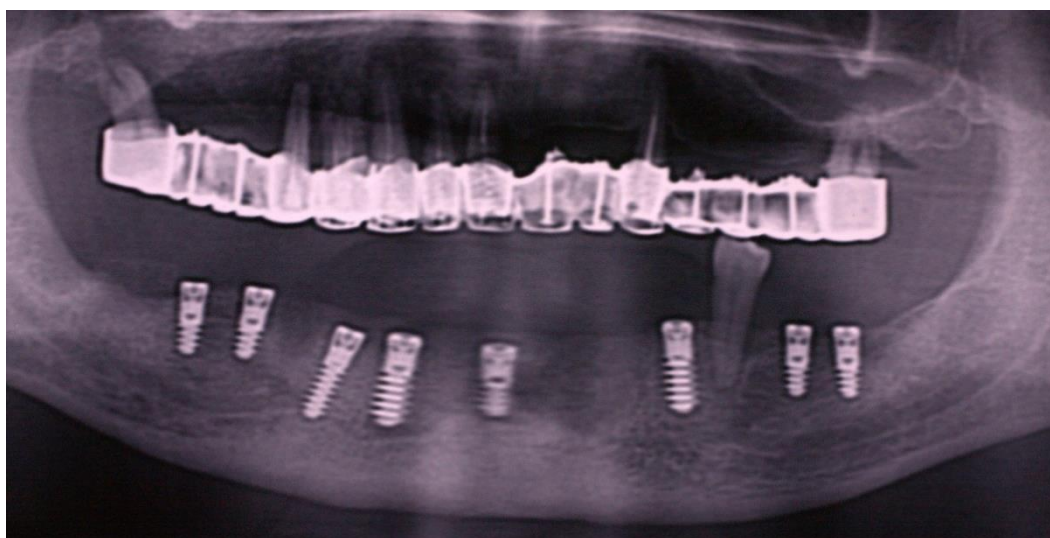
41. Imagine radiografică (ortopantomogramă) a unui pacient în vârstă de 56 de ani. Pacientul s-a prezentat în cadrul Clinicii de Implantologie Orală „Prof. Dr. Dan Theodorescu” pentru reabilitarea implanto-protetică a arcadei dentare – mandibulară. S-a decis extracția tuturor dinților (cu excepția dinților 3.4), chiuretaj leziunilor periapicale și chistectomia din regiunea frontală mandibulară. În aceeași sedință s-a recurs la refacerea crestei alveolare mandibulare prin adiție osoasă și inserarea a 8 implanturi dentare.
